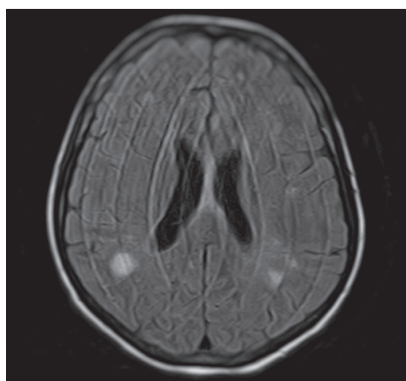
Изображение МРТ головного мозга в горизонтальной плоскости, в Т2 режиме на котором визуализируются очаги повышенного сигнала в белом веществе гемисфер большого мозга
